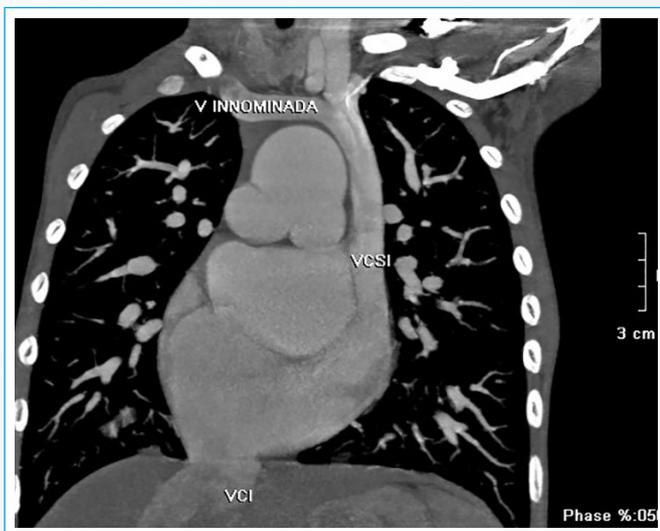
Corte coronal de la angio-TC. La vena (V) innominada derecha drena a una vena cava superior izquierda (VCSI) persistente que desemboca en un seno coronario muy dilatado. Obsérvese la vena cava inferior (VCI) drenando a la aurícula derecha y ausencia de VCS derecha
